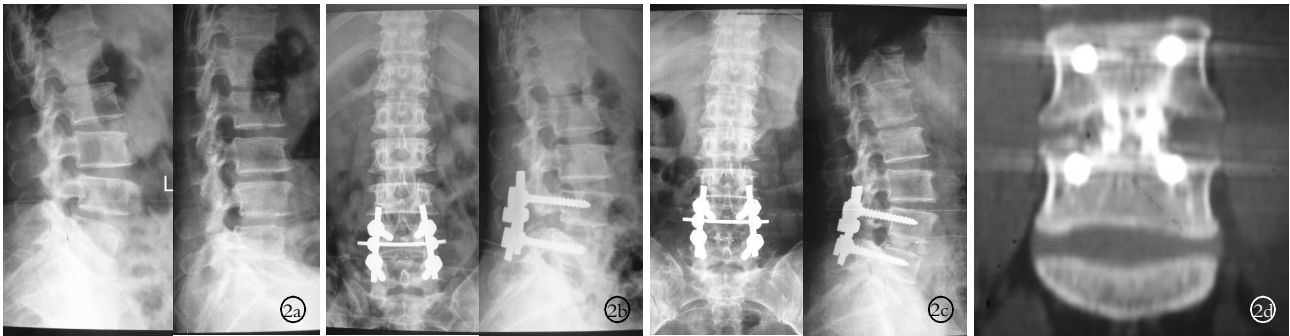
男性患者,60 岁,腰痛 5 年,伴双下肢放射痛,间歇性跛行 1 年,保守治疗 1 年无效 2a. 腰椎过伸过屈位 X 线片提示:L₄ 椎体滑移大于 4 mm,L_{4,5} 椎间失稳 2b. 术后 7 d 腰椎正侧位 X 线片提示:腰椎生理弧度恢复良好,内固定及融合器位置良好,椎间隙高度恢复满意,可见棘突、全椎板及双侧部分小关节缺如,椎间置入双枚融合器 2c. 术后 2 年腰椎正侧位 X 线片提示:有明确的骨小梁通过椎间隙,椎体和融合器内植骨块之间的缝隙完全消失,椎间隙和腰椎生理弧度维持良好,内固定未见松动迹象 2d. 术后 2 年,CT 冠状位扫描可见 2 枚融合器内新生骨与骨性终板完全连续,且融合器内部骨小梁完全连续。融合器上下椎体内可见骨小梁呈放射状增粗
